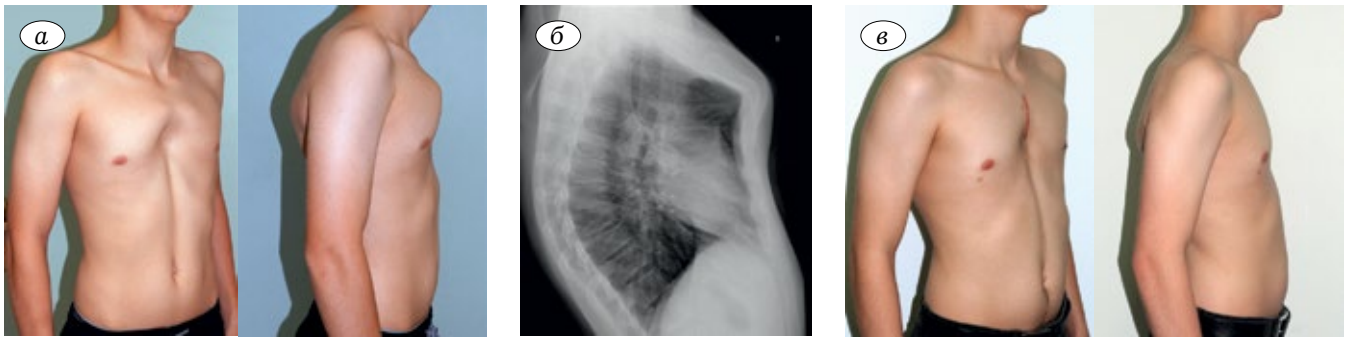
Пациент М., 17 лет, с комбинированной ДГК симметричной формы (2-й тип). а — внешний вид до операции; б — рентгенограмма грудной клетки в боковой проекции; в — внешний вид через 3 мес после операции.
